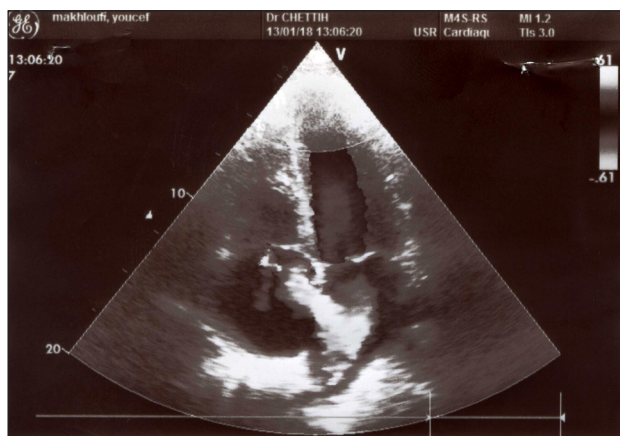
Échocardiographie montrant le défaut inter atrial
